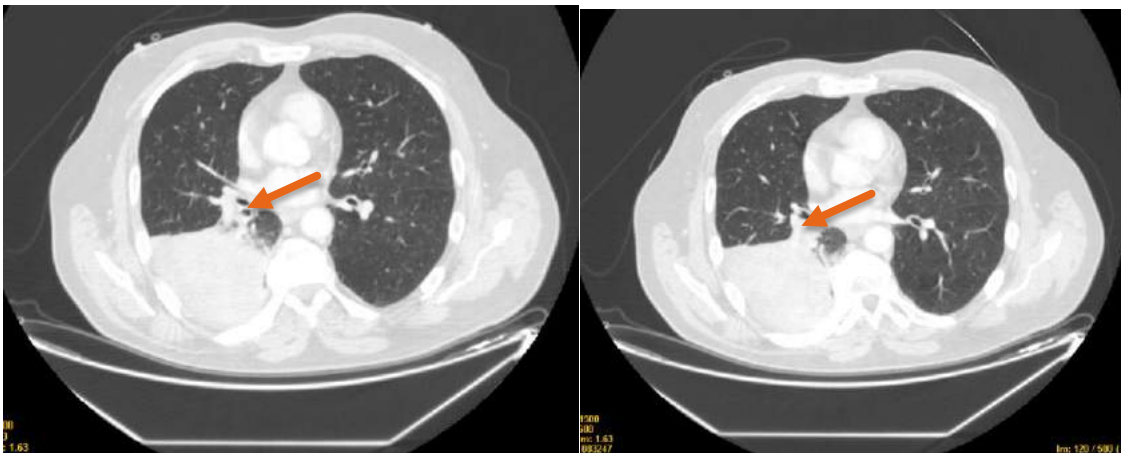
TC tórax con CIV. Cortes axiales. Infiltrado neumónico en LID con ocupación endobronquial del LID (flechas).
